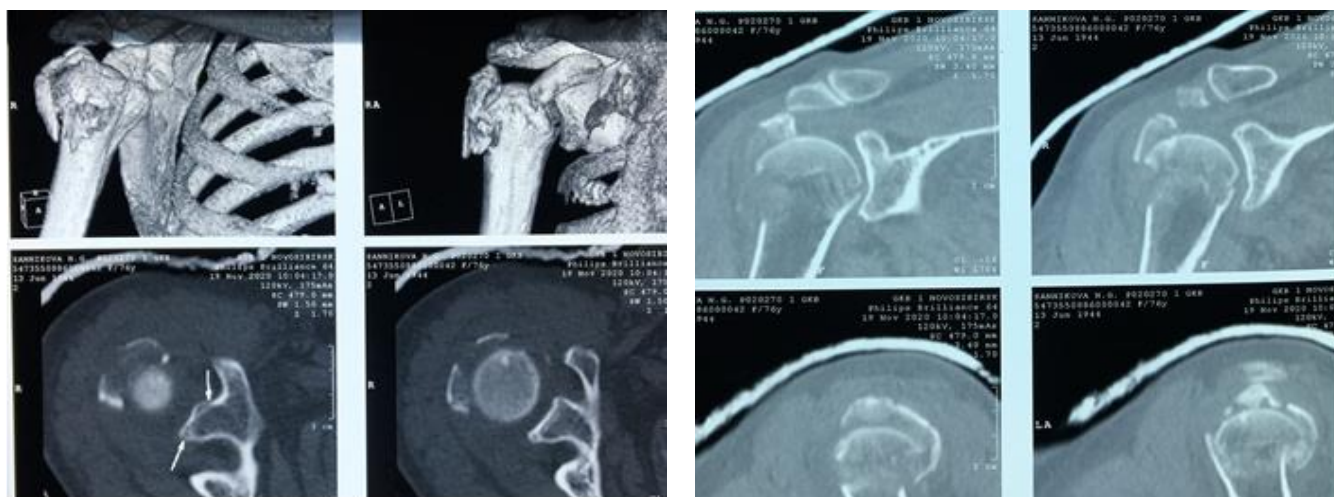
Срезы КТ и 3D-реконструкция перелома ПОПК пациента С. при поступлении
